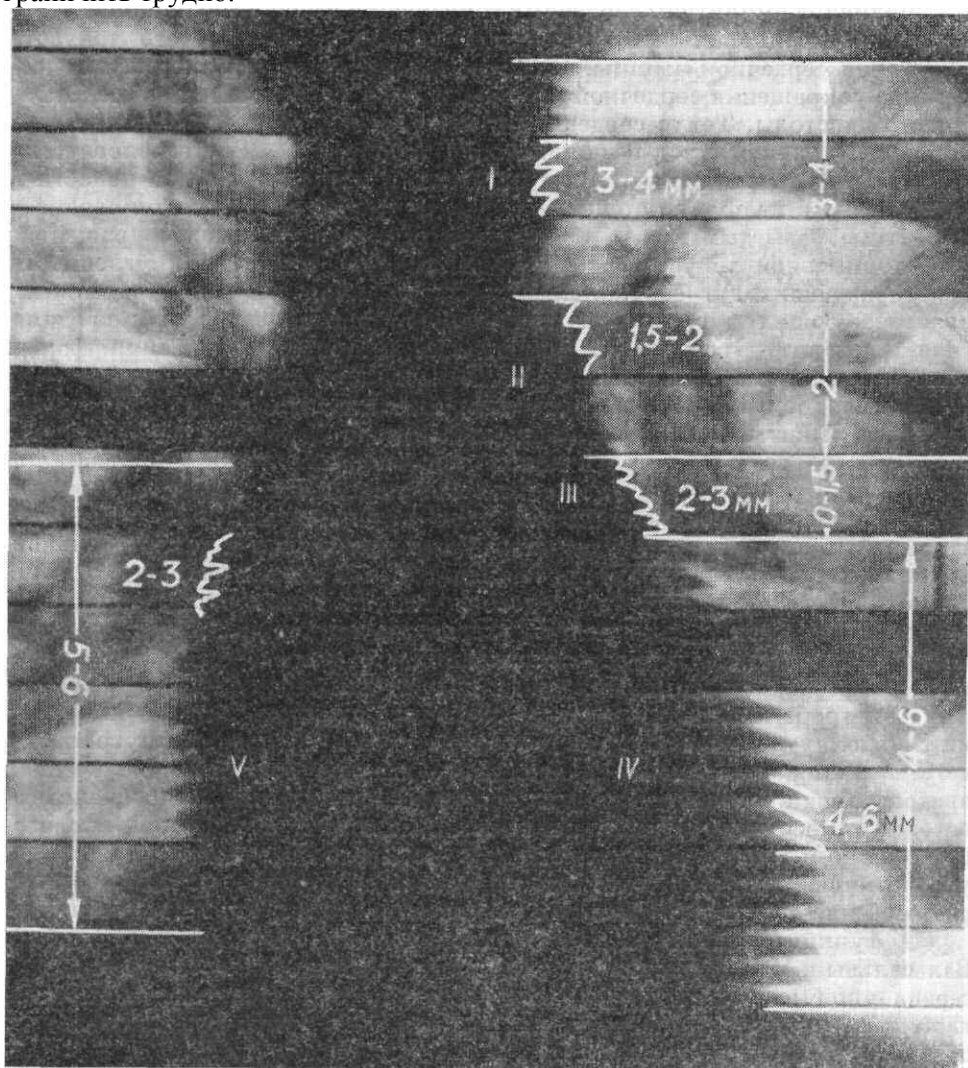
Рентгенокинограмма сердца в прямой передней проекции. Обозначена форма зубцов различных отделов сердца, амплитуда сокращений в мм. Стрелками указана протяженность дуг, определяемая по количеству рентгенокинографических полос. I — аорта; II — легочный ствол; III — ушко левого предсердия; IV — левый желудочек; V — правое предсердие.
